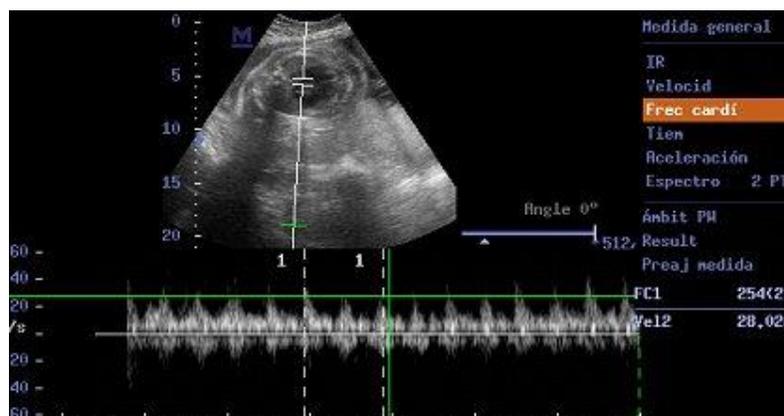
Ecografía de arritmia fetal documentada mediante modo doppler pulsado en feto de 27 sem.
